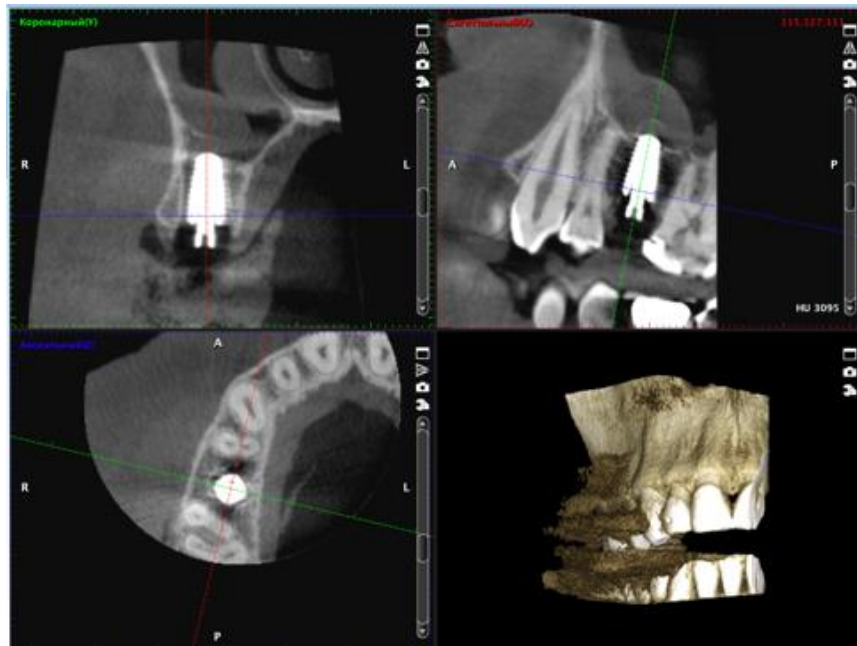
Контрольная компьютерная томография с установленным имплантатом и временной реставрацией
